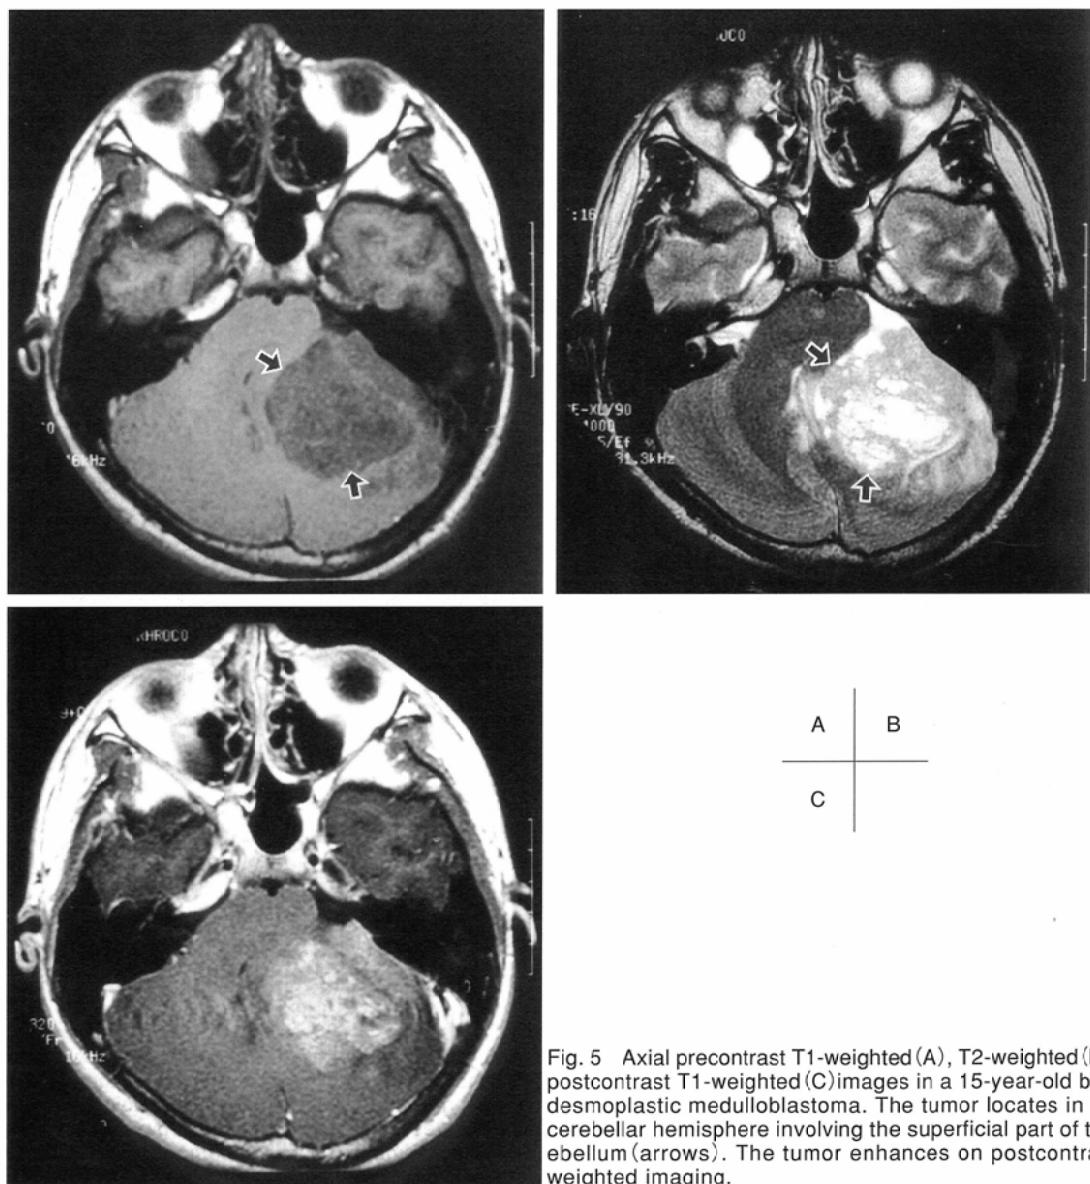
Axial precontrast T1-weighted (A), T2-weighted (B), and postcontrast T1-weighted (C)images in a 15-year-old boy with desmoplastic medulloblastoma. The tumor locates in the left cerebellar hemisphere involving the superficial part of the cerebellum (arrows). The tumor enhances on postcontrast T1-weighted imaging.
